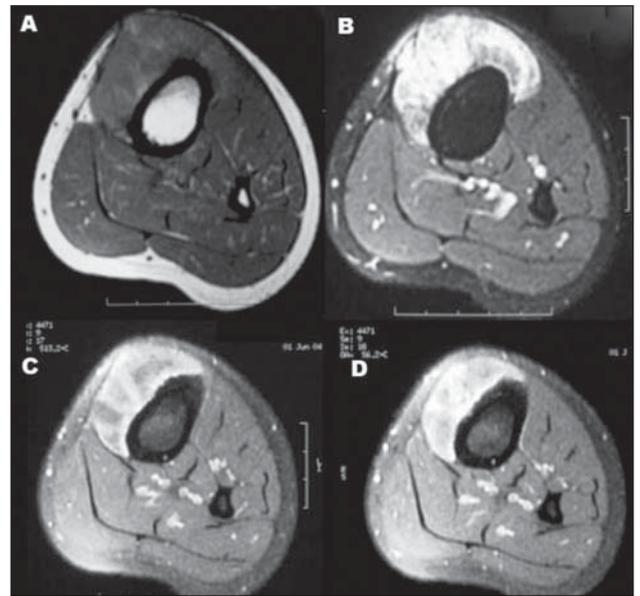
Ressonância magnética. Imagens axiais ponderadas em T1 (A), T2 (B) e T1 com saturação de gordura obtida após a injeção endovenosa do meio de contraste paramagnético (C,D).
